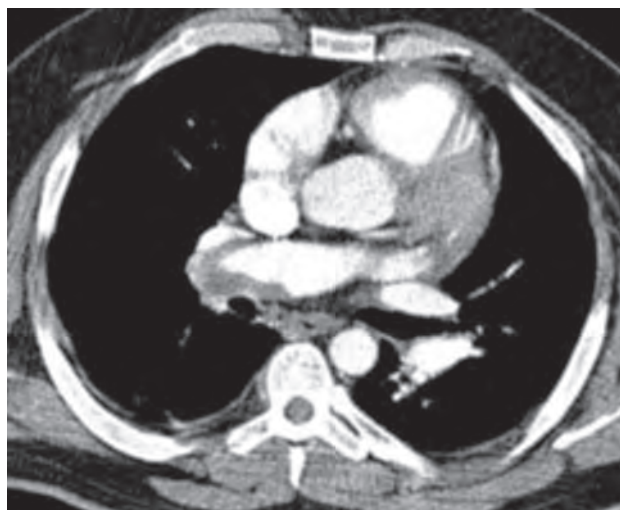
КТ-ангиография. Тромбоэмболия легочной артерии. В нисходящей ветви правой легочной артерии дефект наполнения неправильной формы — тромб
